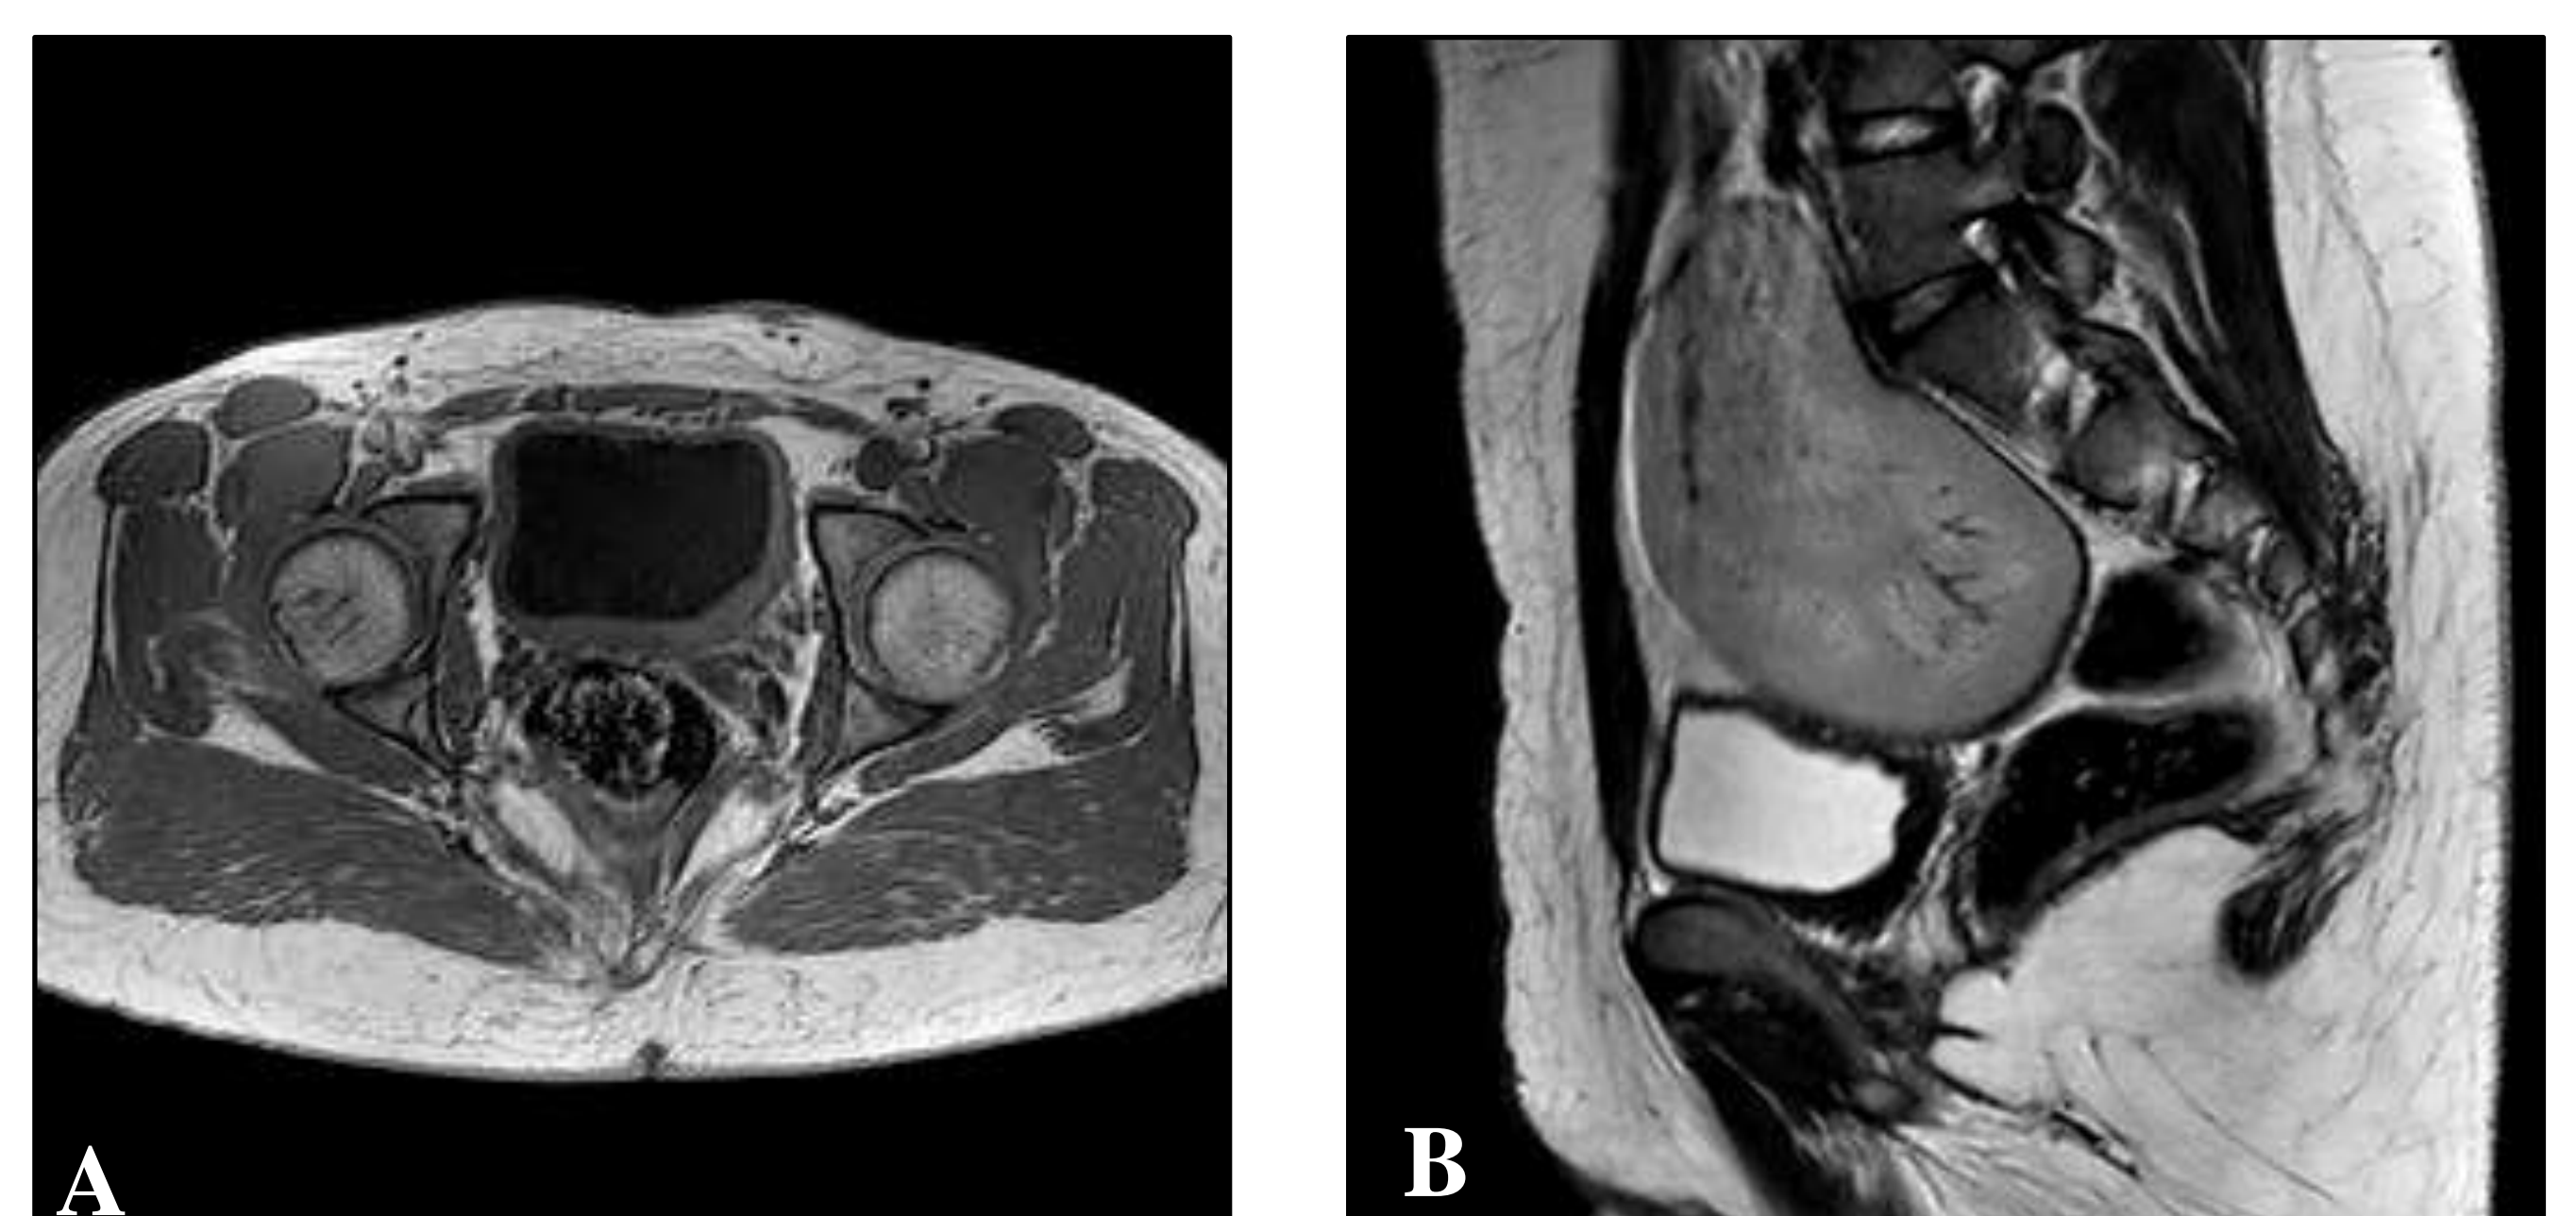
IRM du pelvis: Ovaires en situation haute dans les fosses iliaques. Absence de structure utérine ou de reliquat tubaire. Hypoplasie vaginale. Présence d'une petite image fibreuse linéaire transversale inter-vésico-rectale dans la région périnéale.
